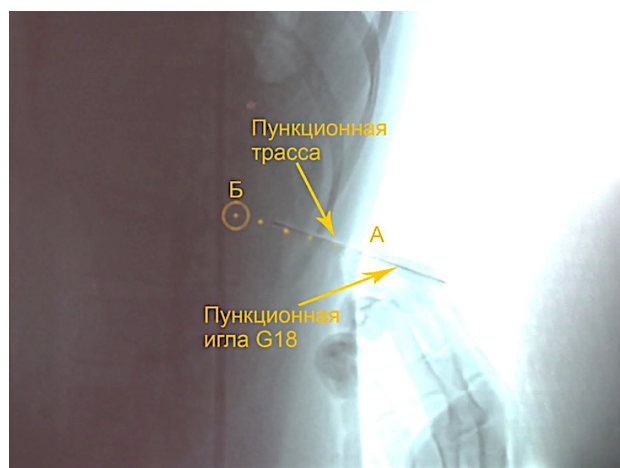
Цифровая рентгенограмма: проведение пункционной иглы до конечной точки согласно смоделированной при автоматическом позиционировании С-дуги пункционной трассе (показанной пунктирной линией)
